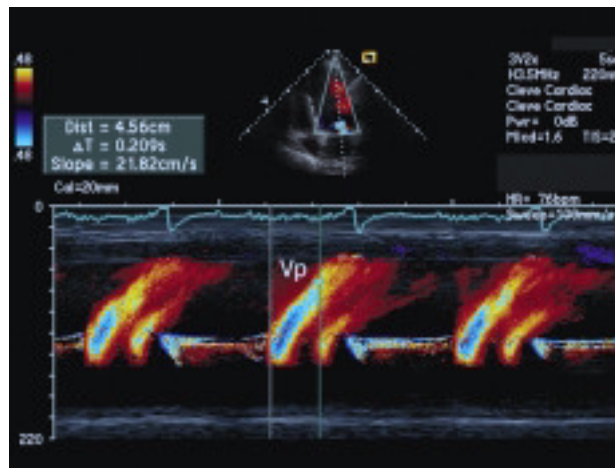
Doppler modo M color indicando la pendiente del flujo de propagación ventricular (v_p).
